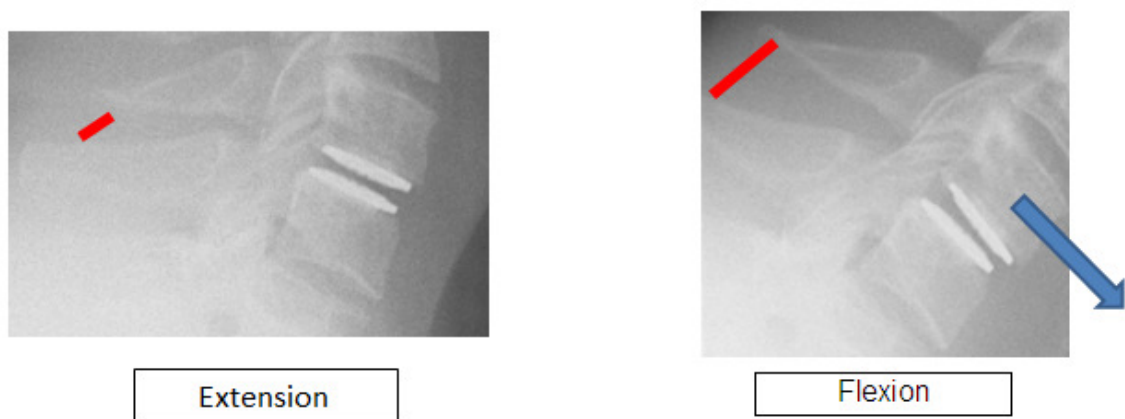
Radiografias em extensão e flexão da região cervical, respectivamente, mostrando um exemplo de prótese discal (M6c) e um arco normal de movimento, assim como translocação anterior no movimento de flexão. Imagem reproduzida de <http://www.spinesurgerylondon.com/patient-information/treatments/cervical-spine-surgery/m6-c-artificial-disc-information>.
